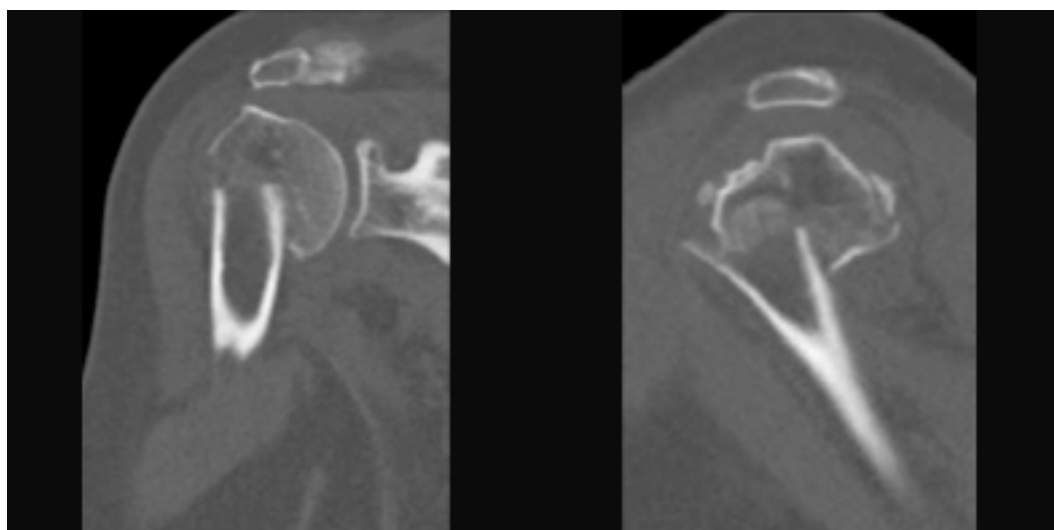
bis. Visions coronal i sagita de la TC d'una fractura en 2pCQ en var
